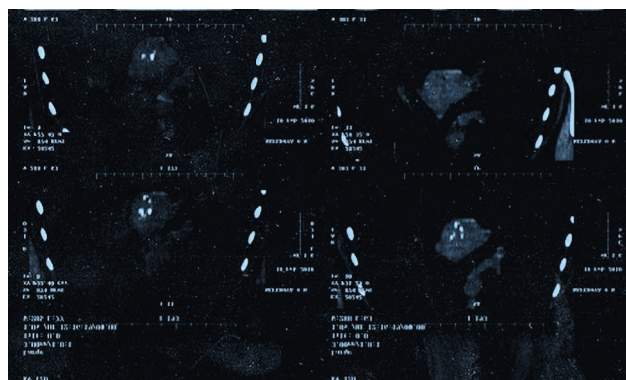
Больная Н., компьютерная томография грудной клетки, обызвествленный конгломерат в средостении
